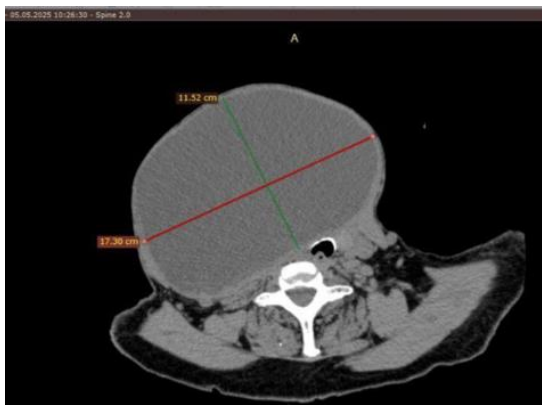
КТ-візуалізація об'ємного утвору правій частки щитоподібної залози.
